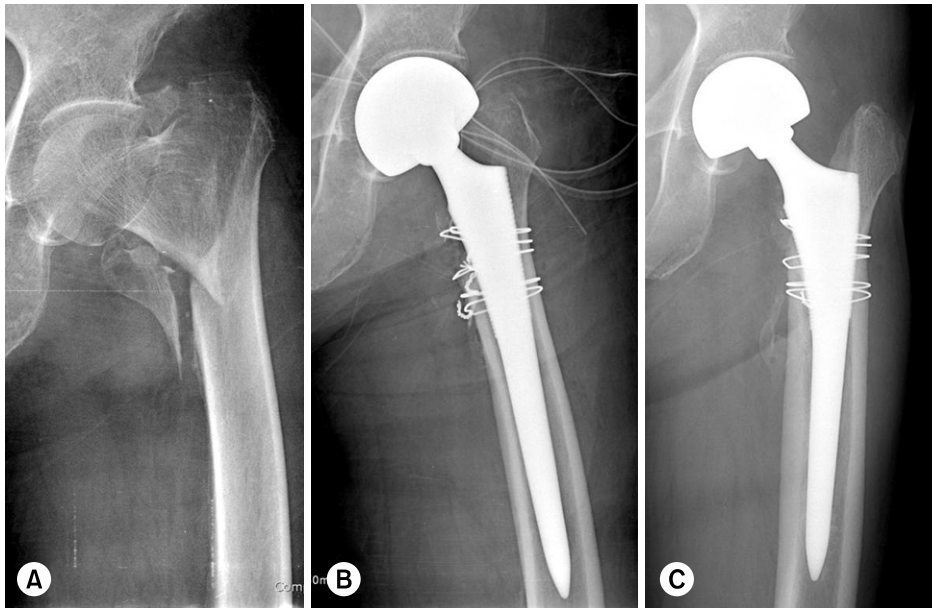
(A) Preoperative radiograph of a 71-year-old female shows unstable intertrochanteric fracture.
